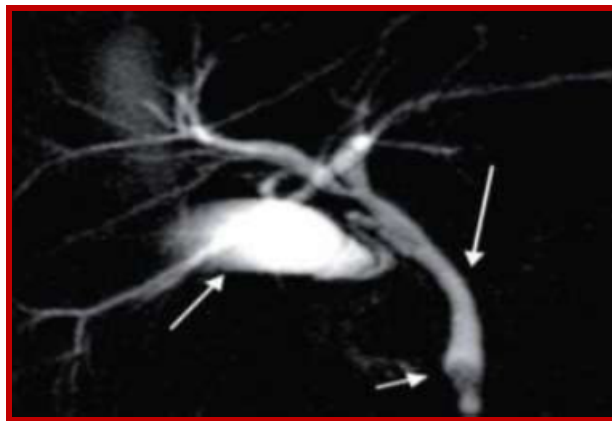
a : Une bili IRM montrant un calcul du bas cholédoque (43)
